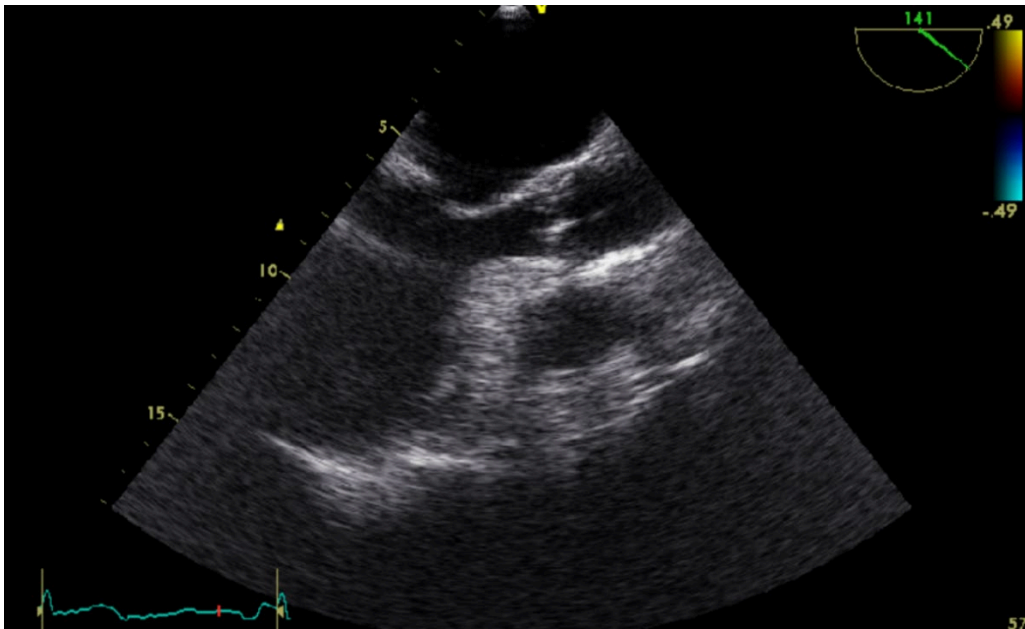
Imagen correspondiente al primer ecocardiograma transesofágico realizado. La mitral no presenta imágenes de vegetación.
